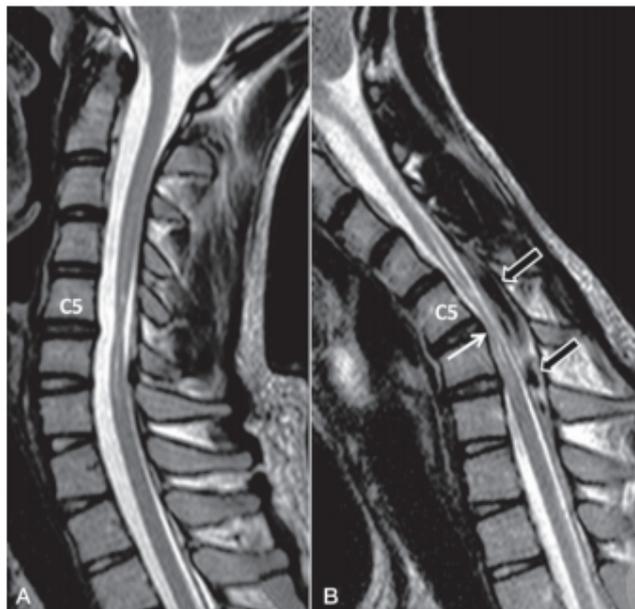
Figura e19.26 Caso avanzado de enfermedad de Hirayama. A. RM en posición neutra. Atrofia segmentaria de la médula en C5-C6. Hiperseñales intramedulares por edema e isquemia. B. RM en flexión cervical. Compresión de la médula en el ángulo C5-C6 (flecha). Despegamiento de la dura posterior. Grandes dilataciones venosas en el espacio epidural posterior (flechas de bloque).
